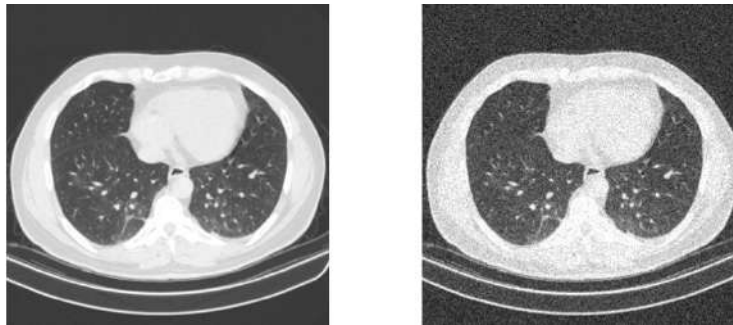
Tomografía Computarizada Axiales de Tórax de Dosis Normal (NDCT) vs Tomografía Computarizada Axial de Tórax con ruido gaussiano añadido con $\mu = 0$ y $\sigma = 0.06 \sim$ (LDCT).
